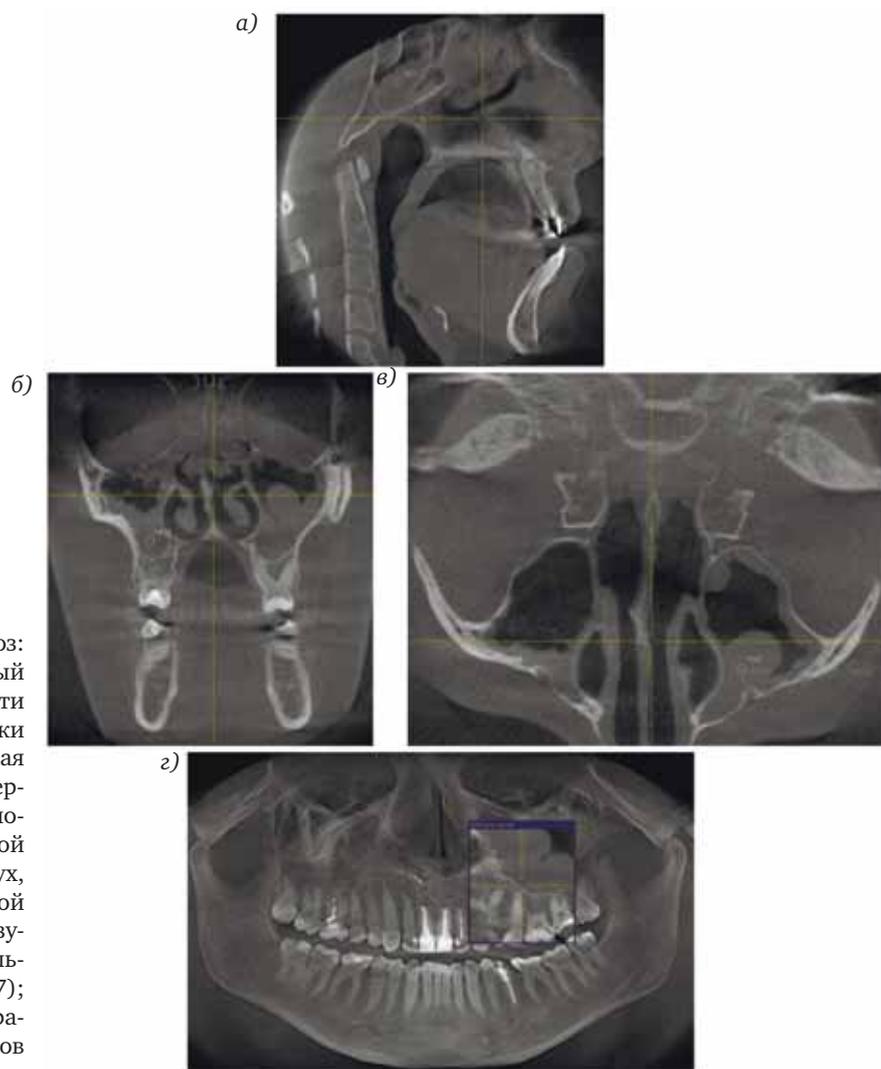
Б-ная С., 34 года, диагноз: хронический полипозно-гнойный риносинусит, полипоз полости носа, искривление перегородки полости носа. Цифровая объемная томография: в режиме трехмерной (а–в) рентгенографии – полиповидное утолщение слизистой оболочки верхнечелюстных пазух, клеток решетчатой кости, в правой верхнечелюстной и основной пазухах определяется экссудат (локальная денситометрия 1425–1427); в режиме «панорамная зонография» (г) – пломбировка каналов фронтальных зубов и моляров.
